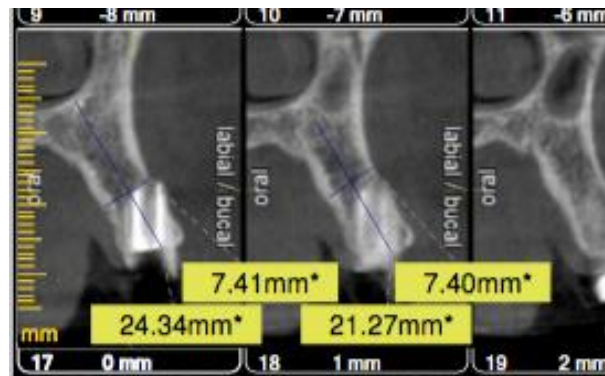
Tomografia computadorizada de feixe cônico evidenciando extensa destruição coronária do elemento 24.
